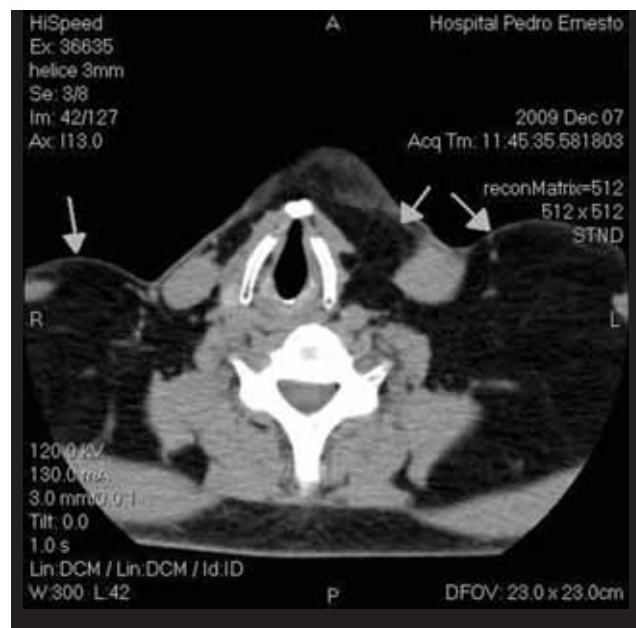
Tomografia Computadorizada Cervical evidenciando presença de múltiplos lipomas, de aspecto homogêneo, na região cervical (setas), sem evidência de efeito compressivo
